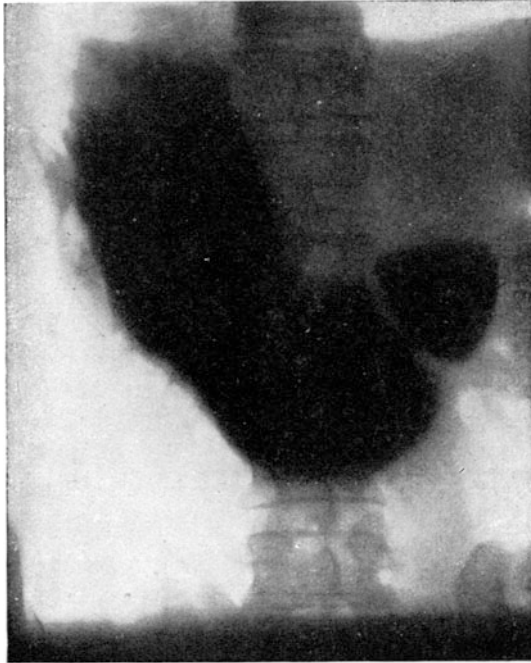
Röntgenbild eines normalen Magens.
